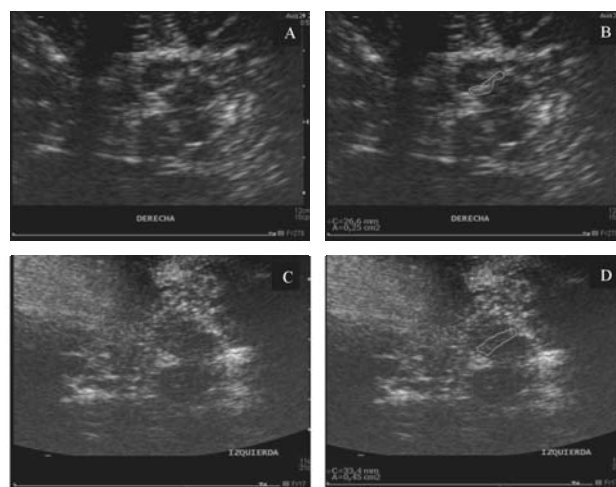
Sonografía transcraneal donde se observa la forma de mariposa del mesencéfalo; para A y B con un incremento en la hiperecogenicidad de la SN en el lado derecho de 0.25 cm^2 en un paciente con EP. C y B muestran, en un paciente diferente, un mayor incremento para el lado izquierdo de 0.45 cm^2 .
